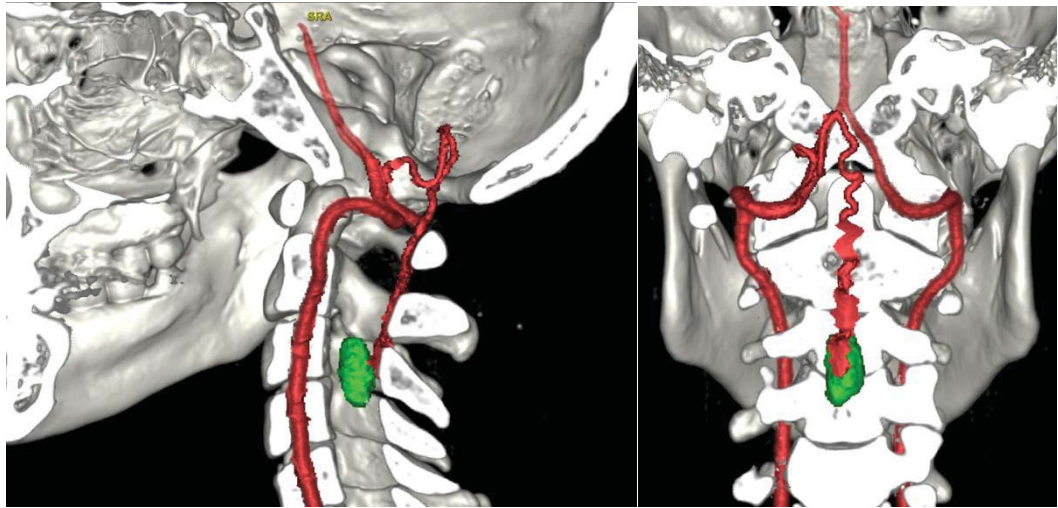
Реконструкция на основании КТ-АГ сосудистой анатомии интрамедуллярной гемангиобластомы на уровне позвонков С3–С4
